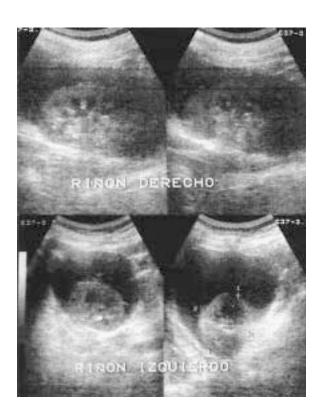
Caso 1: Ultrasonido renal, el cual muestra colección perirrenal bilateral.
